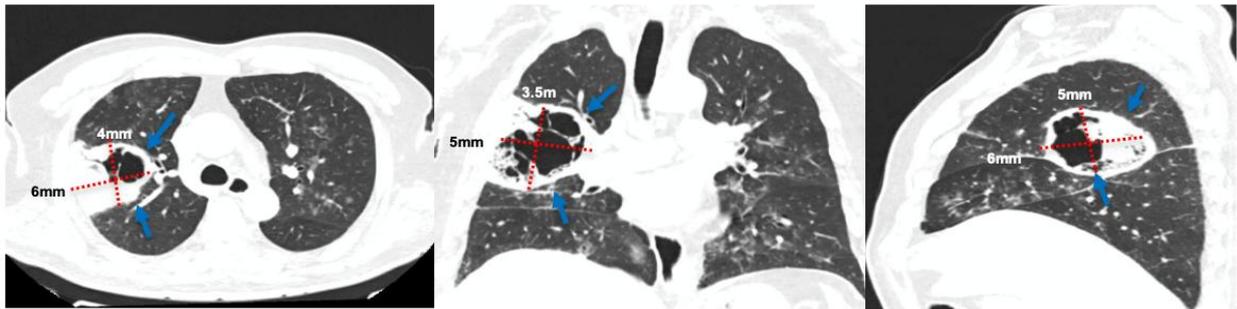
Tomografía Pulmonar de ingreso. Cavitación en el lóbulo superior derecho y consolidación cavitada en el lóbulo medio derecho con niveles (flechas azules).
